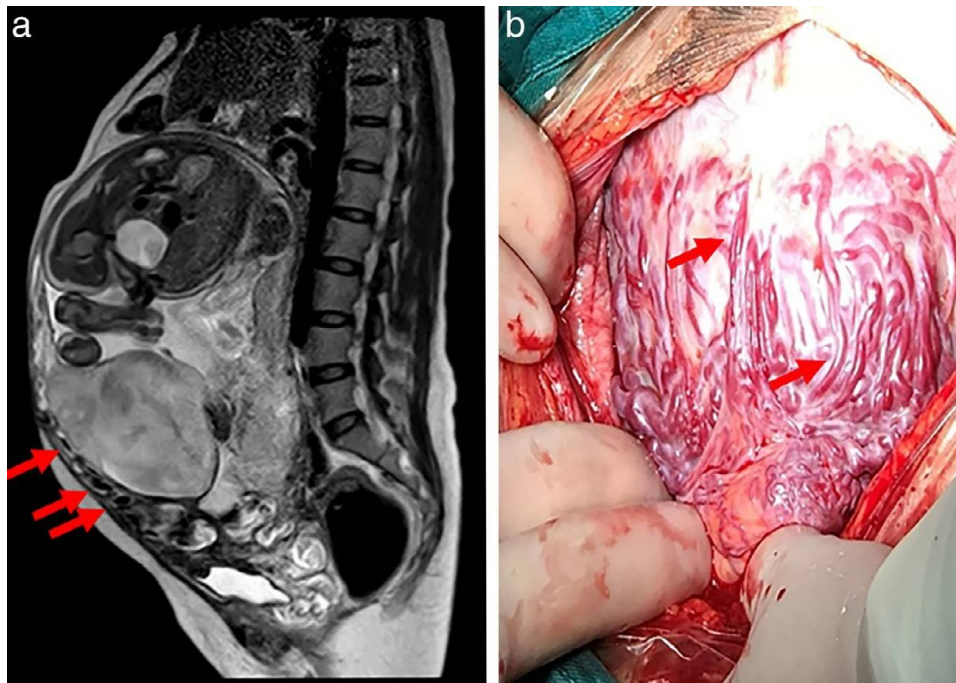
Image d'IRM accompagnée d'une photo du placenta [78]
